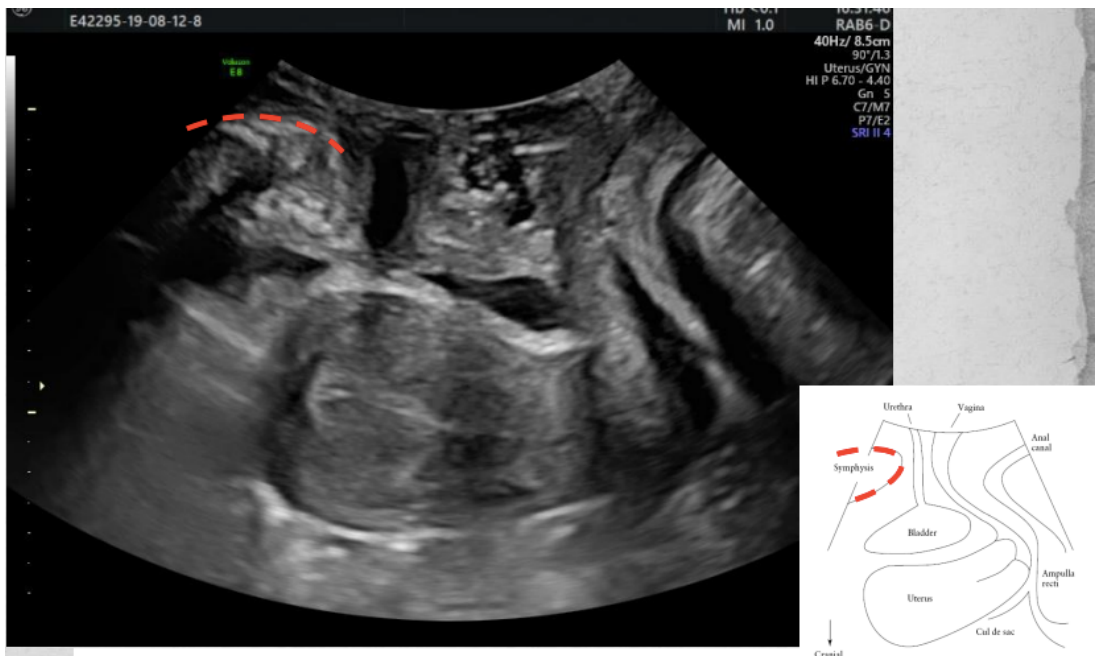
valutazione ecografica 2D del piano medio-sagittale [4]
